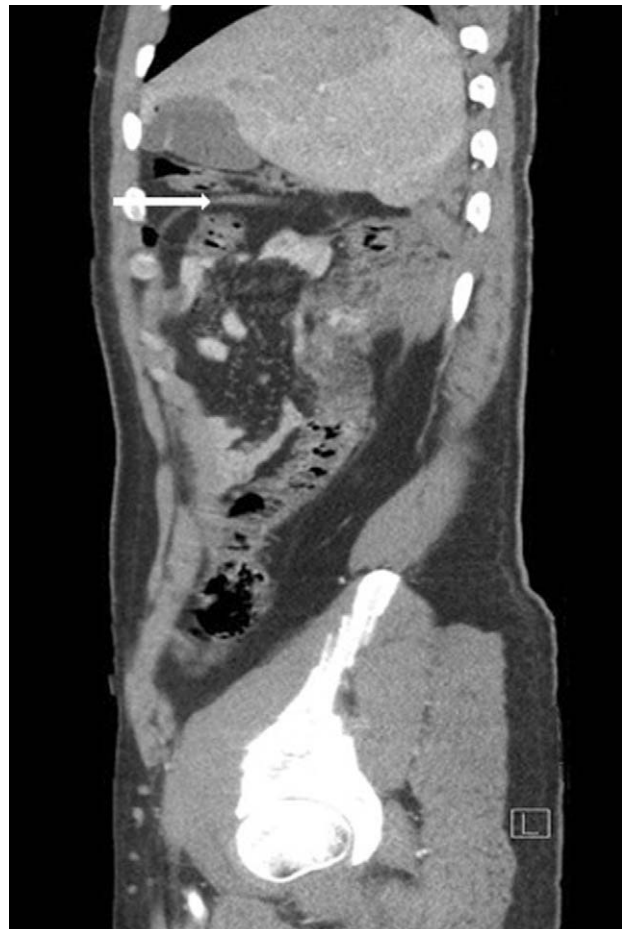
CT shows liver & colon herniation to the right thorax. Arrow reveals right diaphragm.
